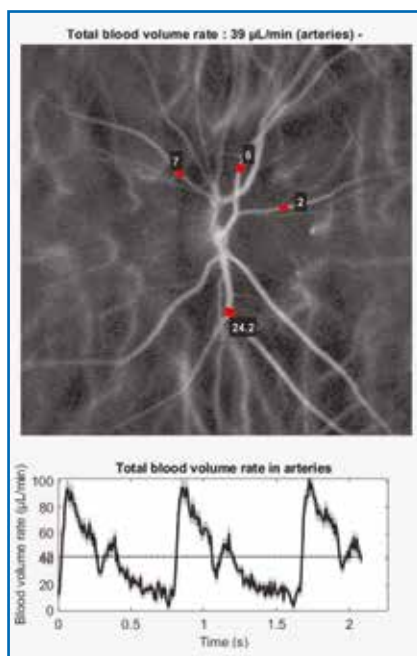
Exemple de mesure du flux sanguin rétinien par laser Doppler.
